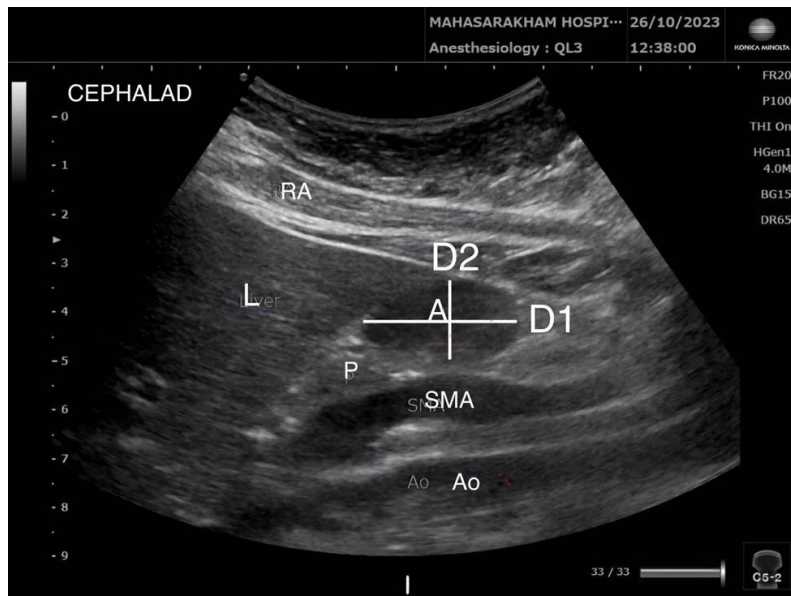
Sonographic image of the gastric antrum, and show how to measure D1 (longitudinal diameter), D2 (anteroposterior diameter) (A = antrum, L = liver, P = pancreas, Ao = aorta, SMA = superior mesenteric artery, RA = rectus abdominis)
